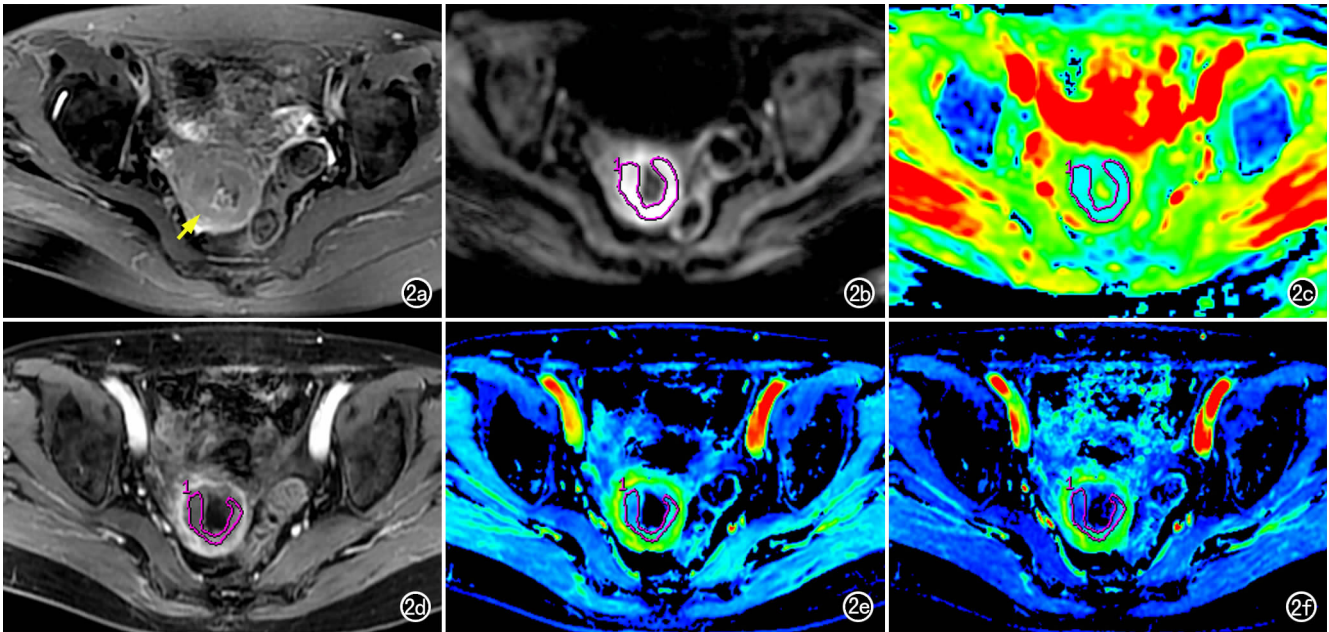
患者,女,68 岁,高级别 EAC。a)横轴面 T₂WI 示子宫内膜增厚(箭);b)DWI(b=800s/mm²) 示病灶呈高信号;c)ADC 伪彩图,病灶(ROI 1)的 ADC 值为 0.707×10⁻³mm²/s;d)DCE-MRI 图像,示病灶呈轻度强化;e)PEI 伪彩图,病灶(ROI 1)的 PEI 值为 248.56;f)MSI 伪彩图,病灶(ROI 1)的 MSI 值为 207.28。
